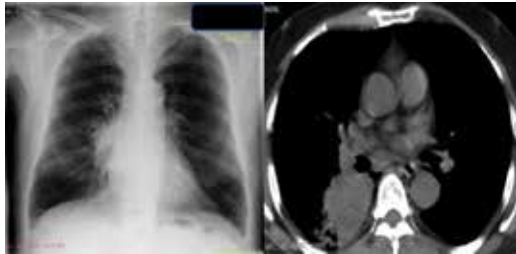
X-ray graph and computed tomography image of right lung squamous cell carcinoma.
